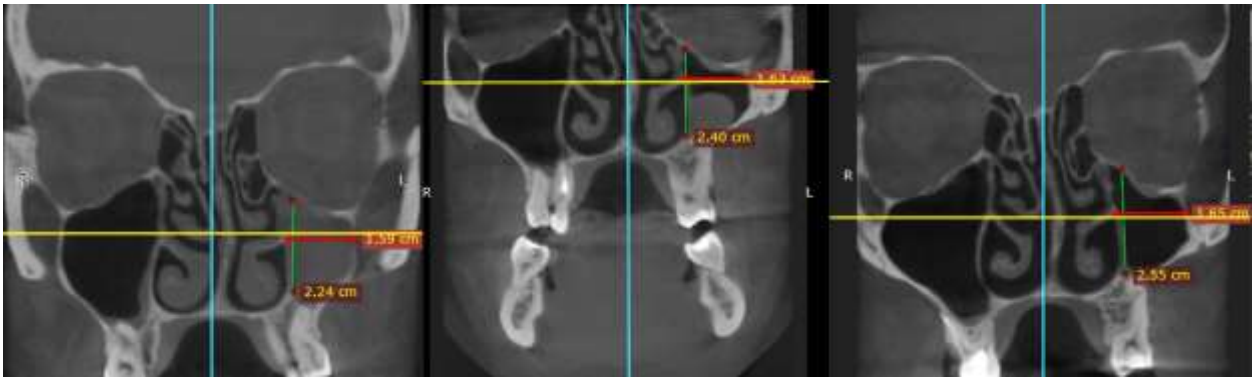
КТ ОНП больной с хроническим ателектазом левой верхнечелюстной пазухи во фронтальной плоскости
